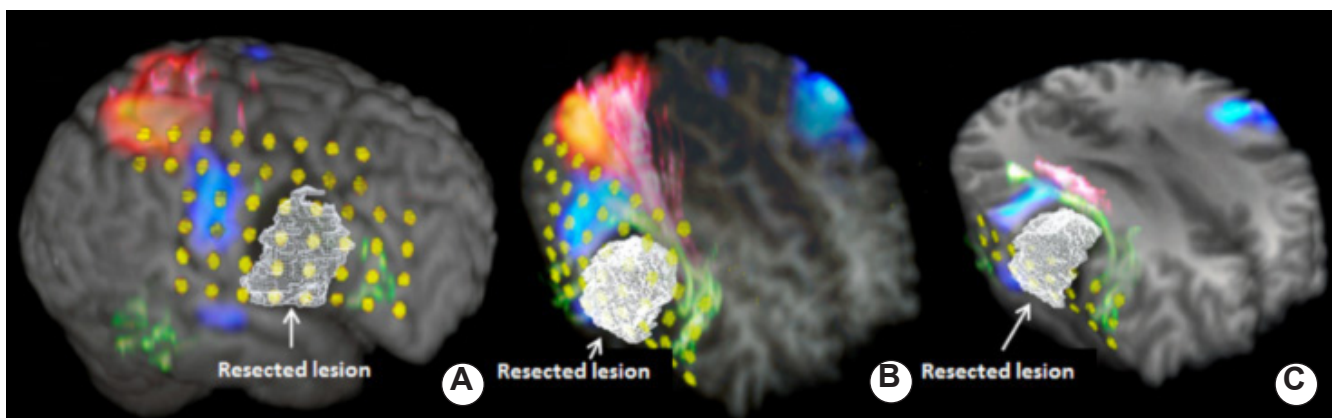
La lesión resecada fue “segmentada” de la imagen de la RM post-op e incorporada sobre las imágenes de los sets previos. La fusion multimodal de las imágenes muestra tres vistas rotadas de la lesión resecada con la activación del área motora de la mano izquierda y del área del lenguaje (rojo y azul, respectivamente) desplegados sobre la misma imagen de RM en T1 así como el haz del tracto córticoespinal derecho (rosa) y el fascículo arcuato (verde), junto con la grilla de electrodos subdurales (amarillo)
